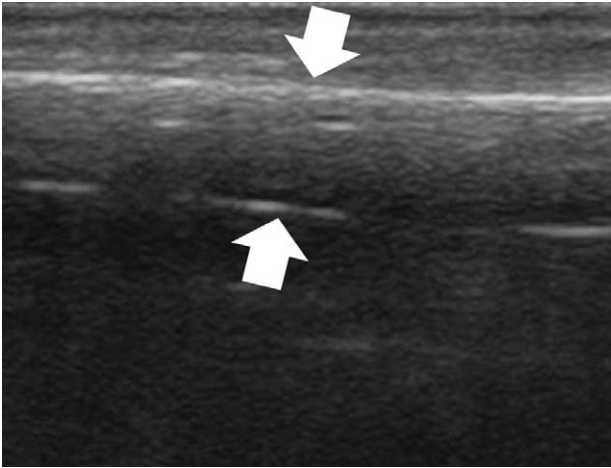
Ultrasonographic image of normal extensor tendon in second finger (Longitudinal view). Normal tendon appear moderate echoic architecture between hyperechoic synovial membranes (arrow).
